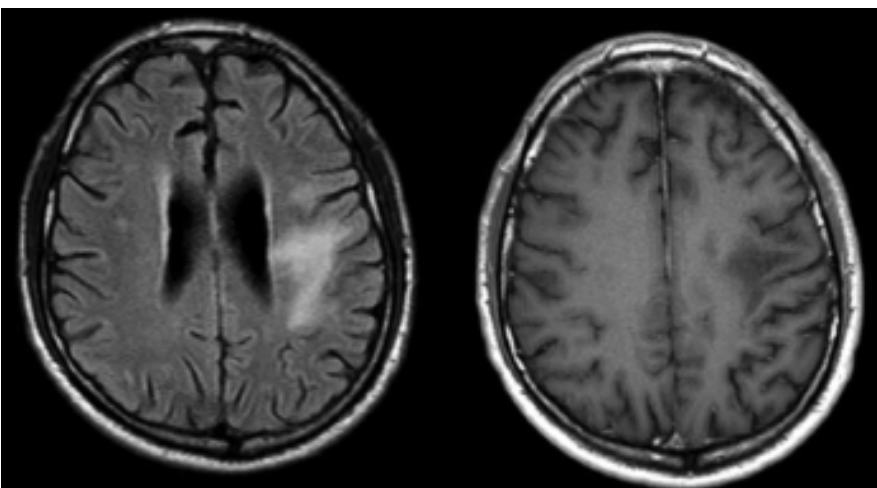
Paciente con LEMP. Informe de RNM FLAIR: Extensa lesión confluyente de alta señal de la sustancia blanca supratentorial subcortical y periventricular frontal y parietal izquierda. No hay refuerzo con gadolinio.
